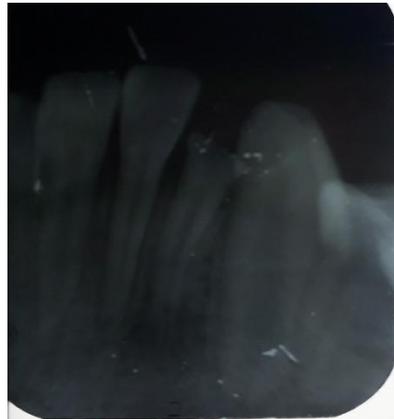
Radiografía pasta Trimix
